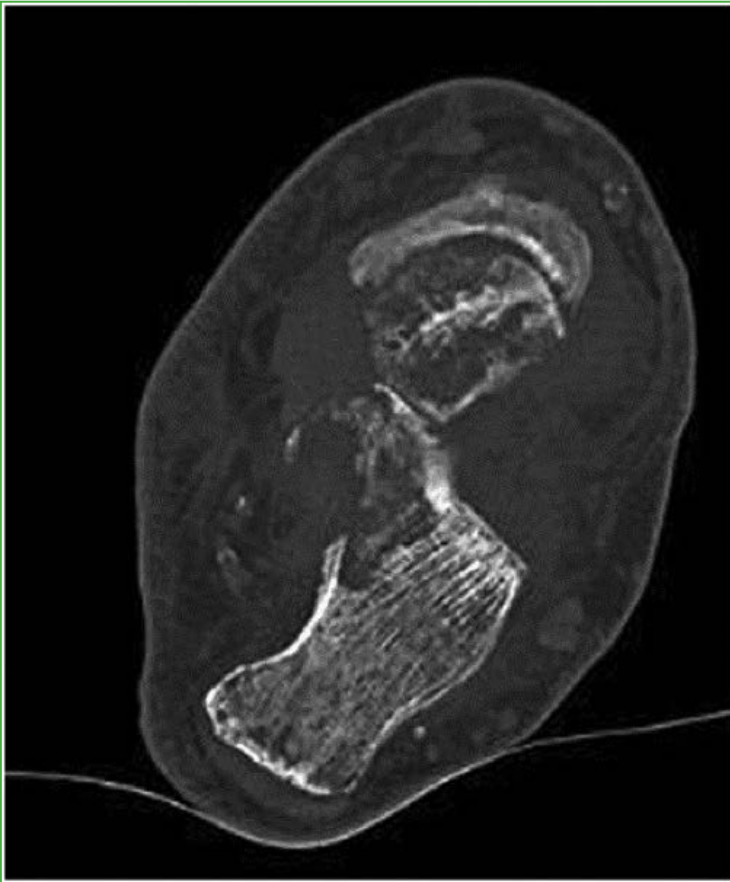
Tomografía computarizada de pie, corte axial. Se observa la pérdida de la mineralización ósea generalizada sobre la cabeza del astrágalo y el sector anterior del calcáneo.
